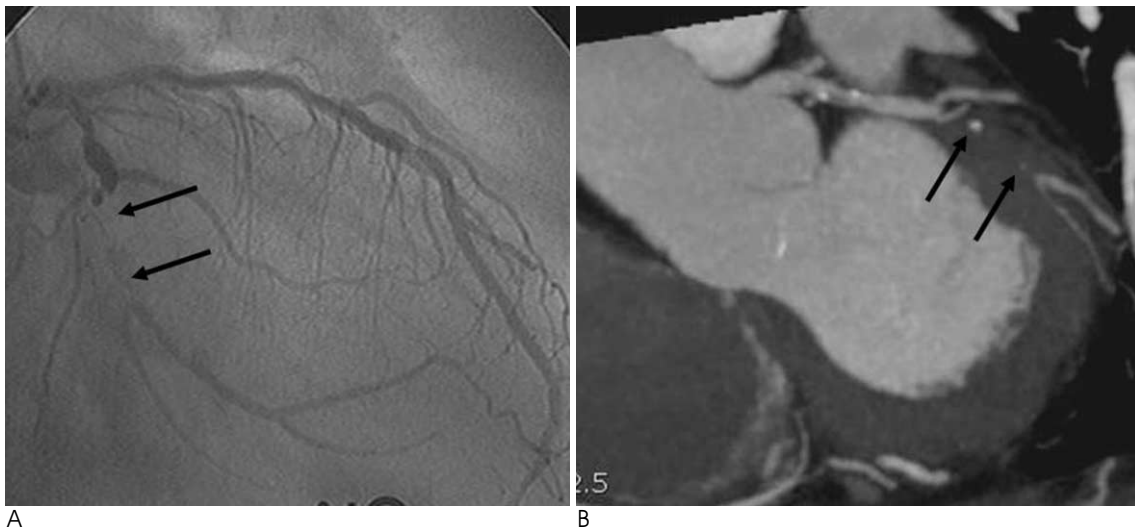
A 71-year-old man with chest pain. Invasive coronary angiography (A) shows LCX plaque characterized by bulky, lucent lesion with occlusion of distal LCX (arrows). CTA image (B) reveals similar morphology characterized by a bulky, hypodense plaque (arrows) with contrast filling distally in distal segment of LCX.
